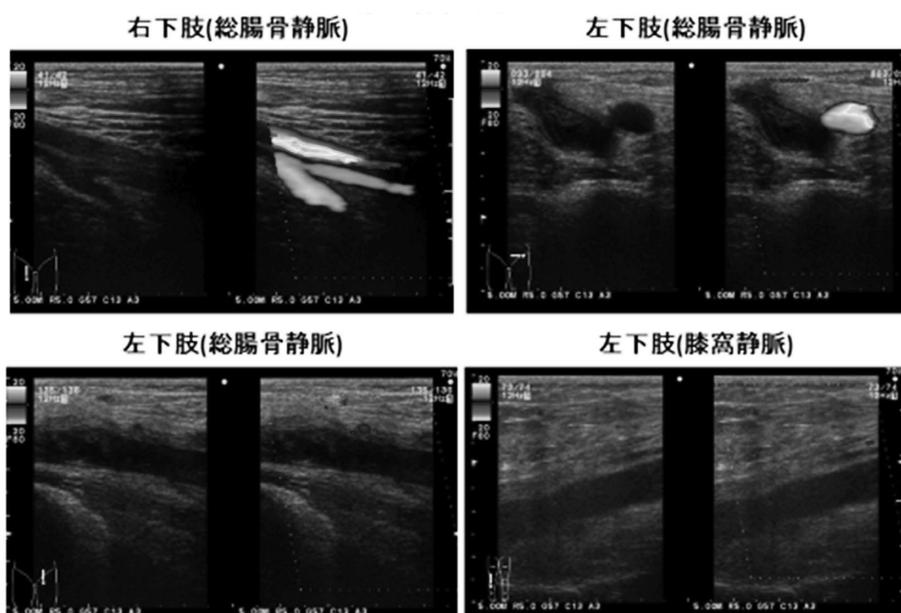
下肢静脈エコー（それぞれ画像右側がカラードプラ）
